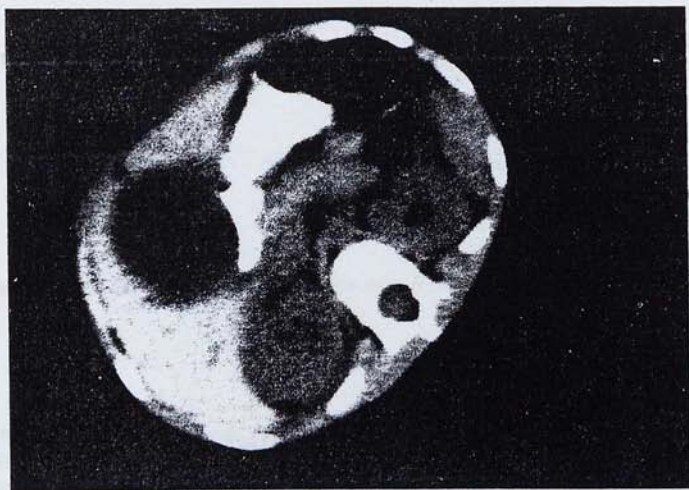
TAC: Massa líquida ben encapsulada, de localització pre-duodenal entre el fetge i per davant del ronyó dret.
